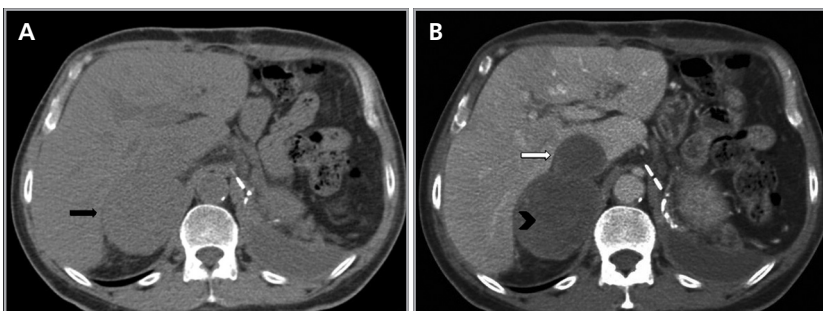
Carcinoma cortical suprarrenal con focos de necrosis. Cortes de tomografía computada sin (a) y con uso de medio de contraste endovenoso (b), en los cuales se demuestra una gran masa en la glándula suprarrenal derecha (flecha) con escaso realce en fase contrastada secundario a necrosis (cabeza de flecha), y que además presenta invasión de la vena cava inferior (flecha blanca).
